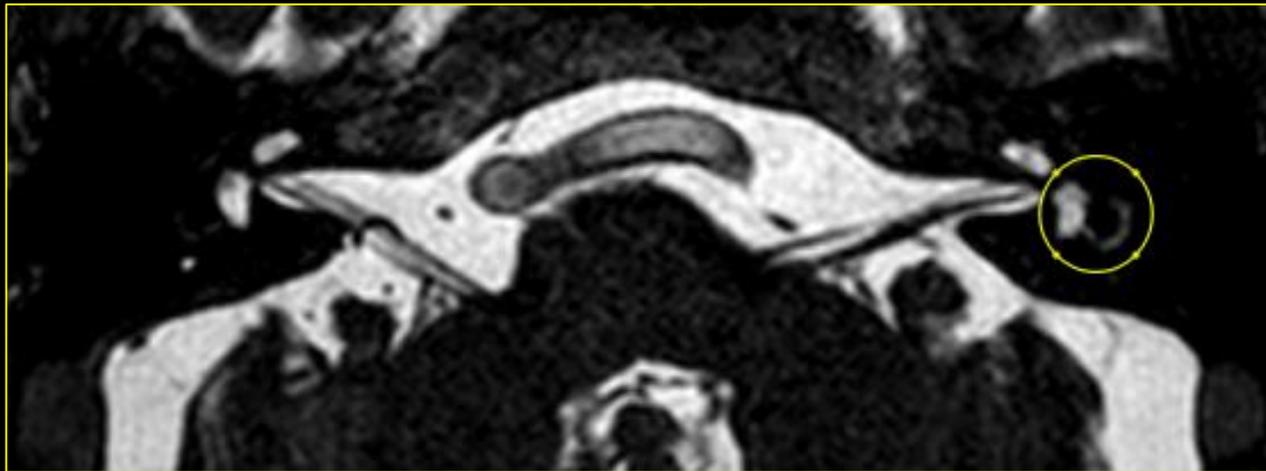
RM corte coronal T1 S/CTE: Se observa hiperintensidad de señal en conductillos semicirculares del laberinto izquierdo. Correspondiendo a hemolaberinto. *TCba.*
